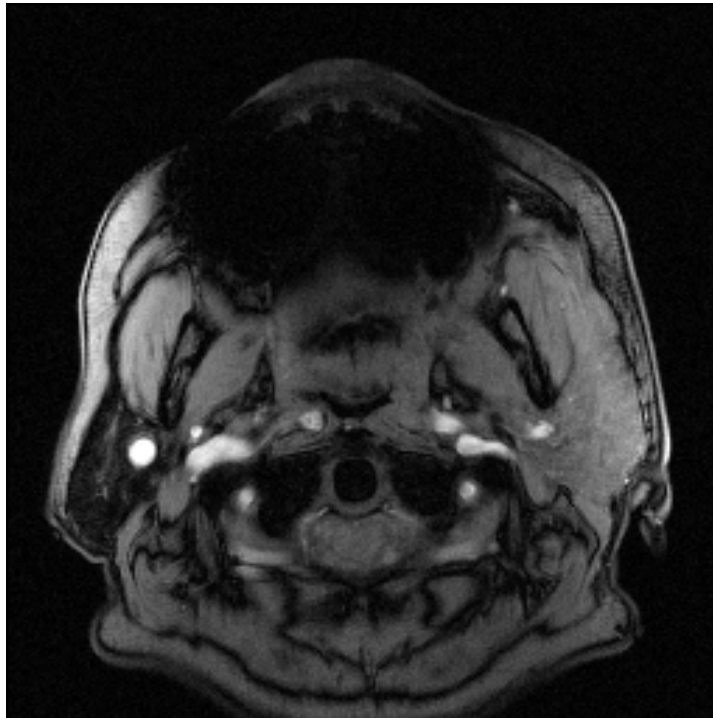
Sialadenitis bei einer 63-jährigen Patientin in der rechten Gl. parotidea im MRT (T1-gewichtet opposed-phase)
